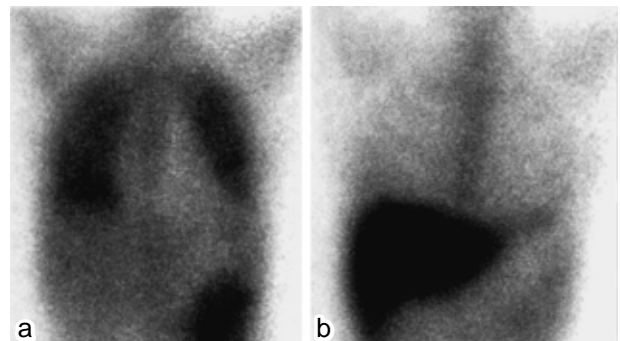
(a) Ga scintigram on the 15th hospital day demonstrating obvious Ga uptake in both lung fields. (b) Three months later, Ga uptake has mostly disappeared.
